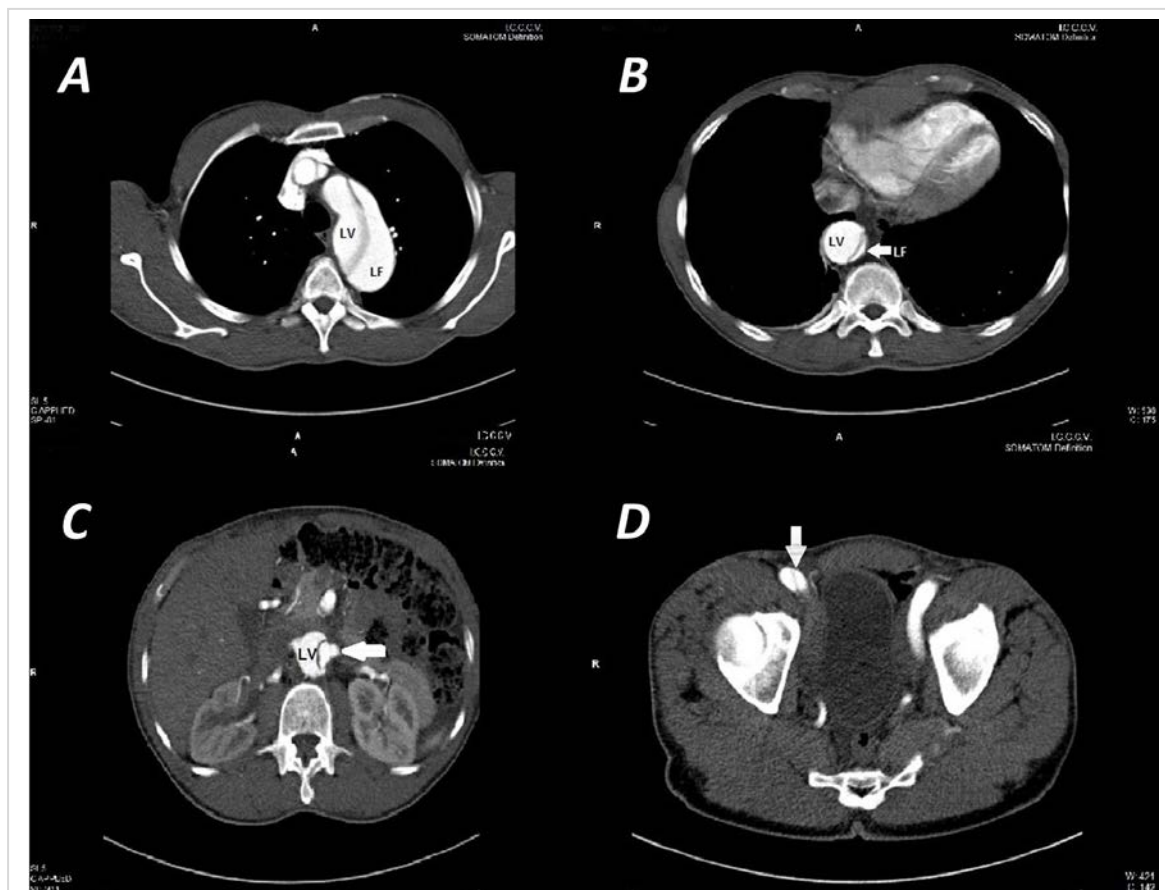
Computed tomography with contrast at different levels, where the aortic dissection is observed after the emergence of supraortic arterial trunks. A. Aortic arch. B. Descending thoracic aorta. C. Abdominal descending aorta at kidneys' level, where the emergence of the left renal artery of the false lumen (arrow) is observed. D. Common right femoral artery desiccated (arrow). LF: false lumen (acronym in Spanish), LV: true lumen (acronym in Spanish).
